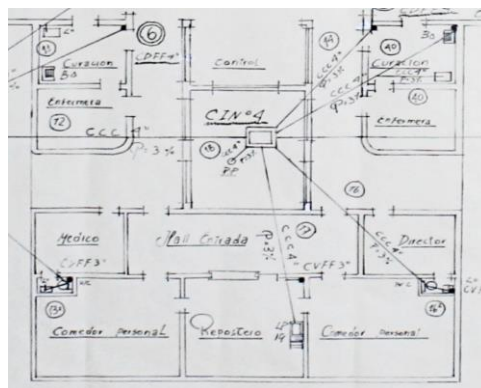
Sección Sur. Primer piso IRM.
